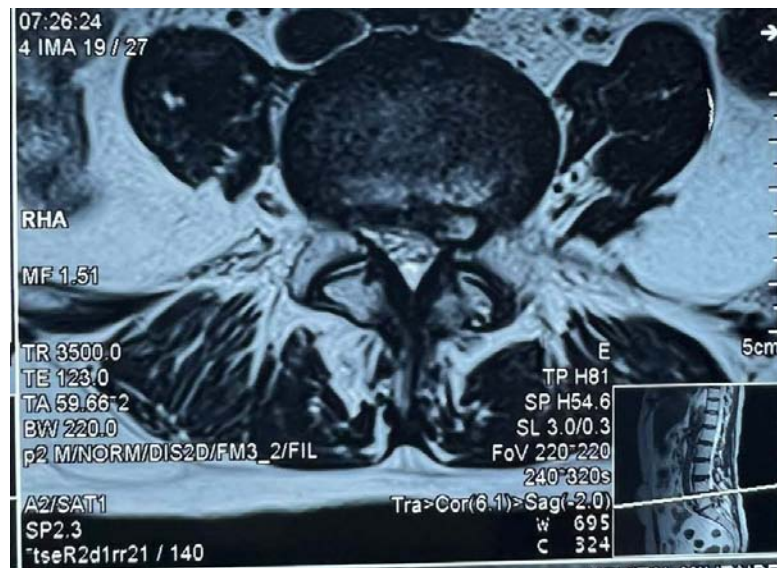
IRM lombaire en coupe axiale pondérée T1 montrant une volumineuse HD paramédiane foraminale gauche à l'étage L4-L5 comprimant la racine L5 gauche.
